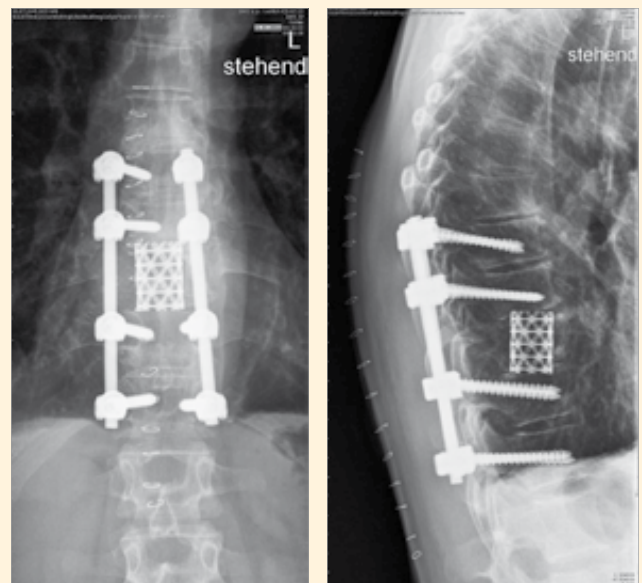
Postoperative Röntgenkontrolle in ap. und lateraler Ebene nach einseitiger dorsaler Spondylodese und Dekompression, Korporektomie und Cageimplantation
